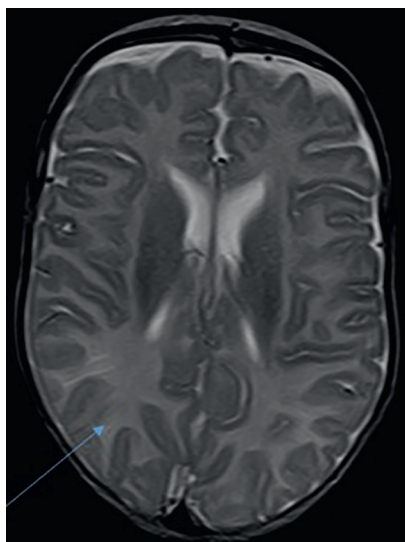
Пациент № 5. МРТ головного мозга. Аксиально, T2.
